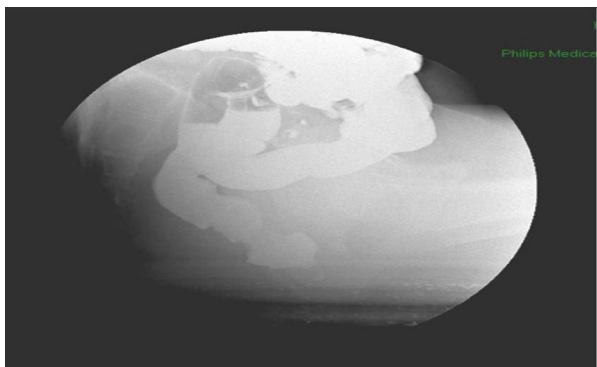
Defecografía: intususcepción rectal interna.
